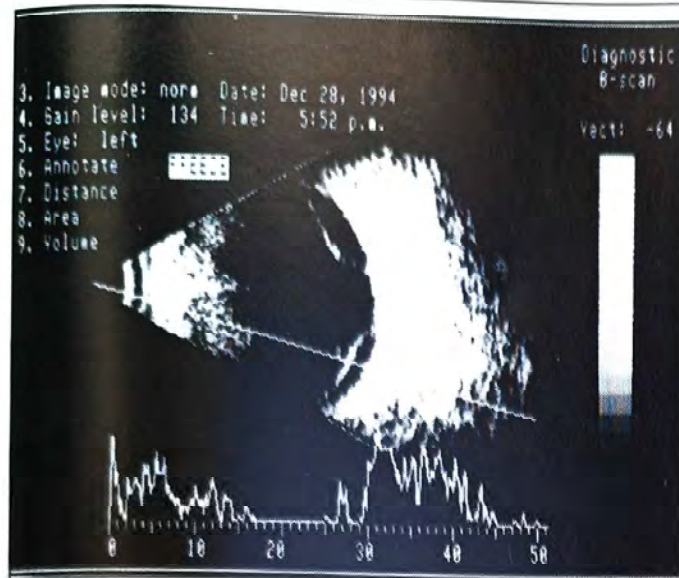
Ultra-sonografia do olho esquerdo, mostrando imagem compatível com descolamento seroso da retina no polo posterior.
